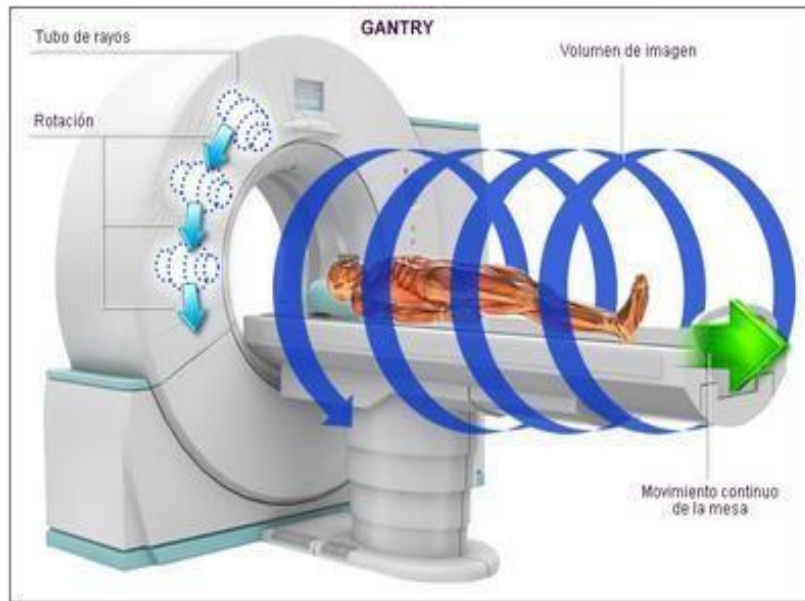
Funcionamiento Tomografía Helicoidal
